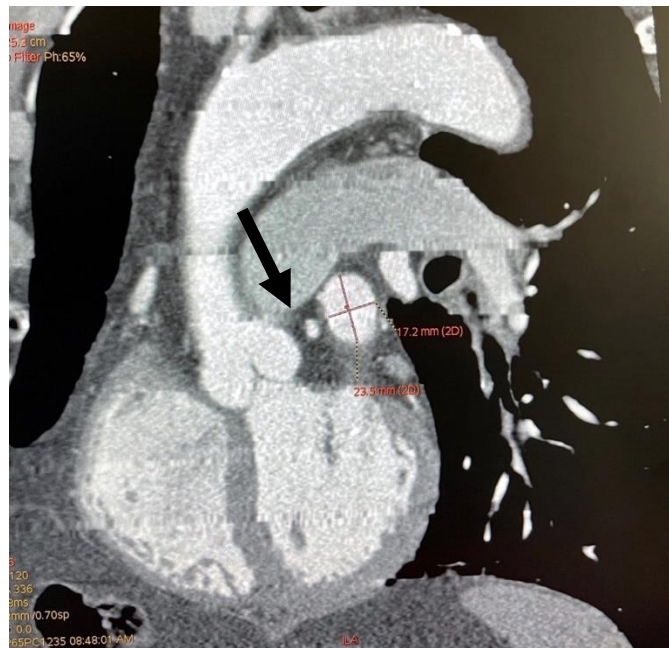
Мультиспиральная компьютерная томография сердца с контрастированием во фронтальной плоскости: измерение максимального и минимального диаметров ушка левого предсердия на уровне огибающей артерии (указана стрелкой)
